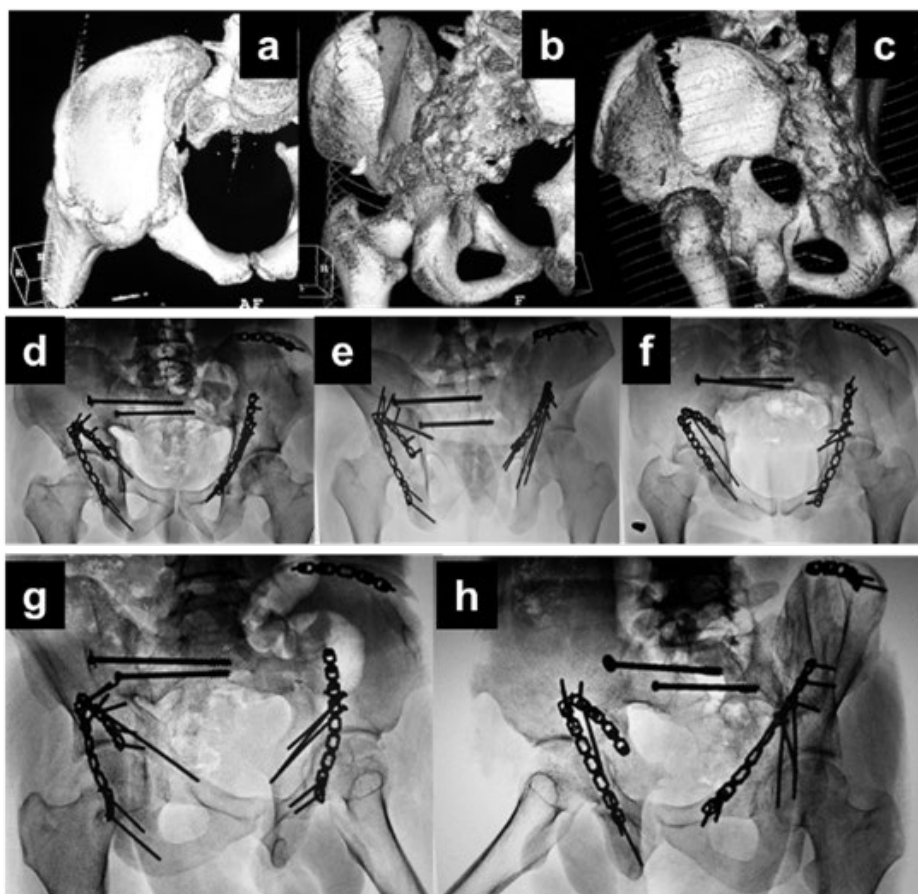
Paciente masculino de 23 años, posterior a arrollamiento. a, b y c: Fractura transversa de acetábulo derecho y fractura de ambas columnas de acetábulo izquierdo. Asociada a fractura de pelvis tile B con disrupción Sacro-iliaca derecha. d, e y f: Postoperatorio de 10 años. Radiografía anteroposterior, inlet y outlet de pelvis. g y h: Postoperatorio de 10 años. Radiografía Oblicua alar y Obturatriz de ambos acetábulos. Se observa, reducción anatómica, consolidación ósea, no hay desplazamiento residual de las líneas anatómicas de Judet.
